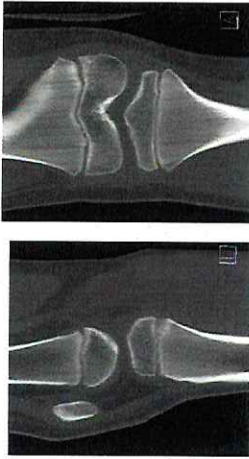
Разметка томограммы на колени и реконструкции
